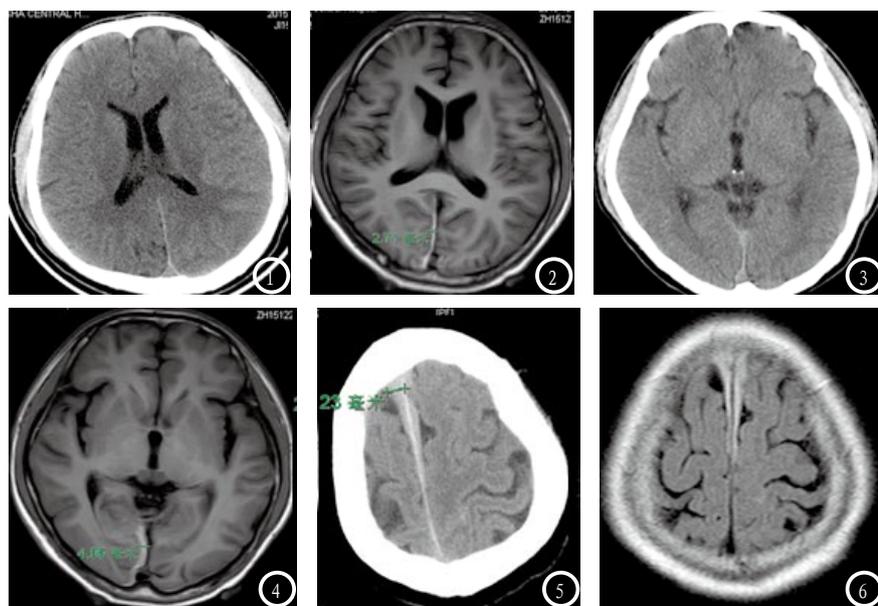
同一患者大脑镰右侧少量硬膜下出血, 图1 CT示后纵裂无明显增宽, 图2 磁共振T1WI后纵裂右侧约3MM线状高信号。图3-4 同一患者大脑镰右侧少量硬膜下出血。图3 CT示后纵裂似稍有增宽, 图4 磁共振T1WI后纵裂右侧约4MM高信号。图5-6 同一患者大脑镰两侧硬膜下出血, 图5 CT示纵裂池前部明显增宽, 图6 磁共振FLAIR示大脑镰两侧新月形高信号, 中央低信号为正常大脑镰。
